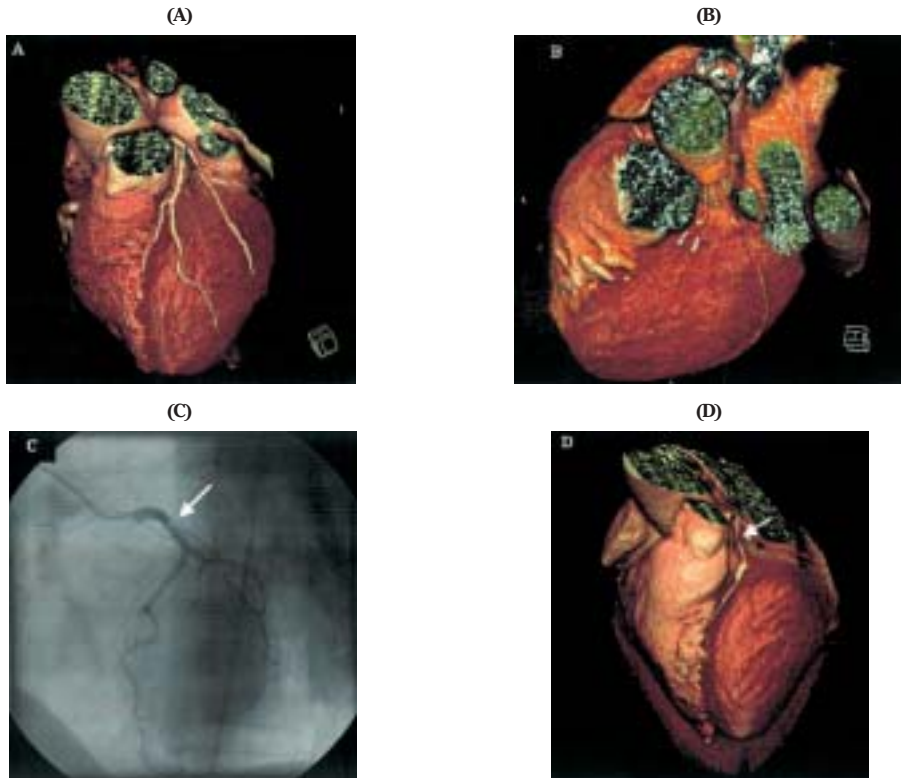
Anatomía coronaria normal (A). Anomalía en el origen de las arterias coronarias: ausencia de tronco principal izquierdo (B). Correlación coronariografía convencional – coronariografía por TC de estenosis de la arteria descendente anterior (flechas) (C,D).
